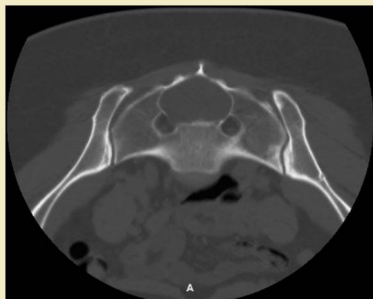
TC axial a través de la zona media del sacro con un quiste grande y un remodelamiento óseo extenso.
